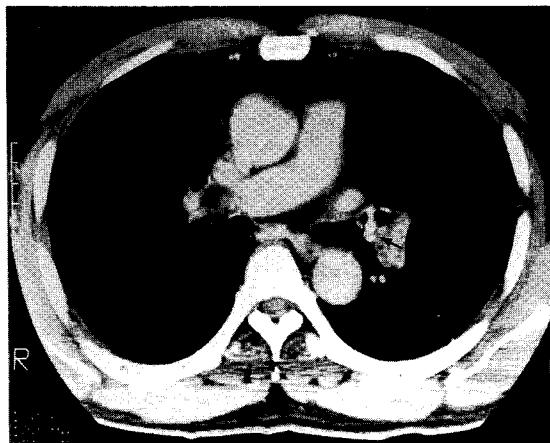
Computed tomogram of the chest reveals a calcific density(arrow) protruding into the lumen in left upper lobe. Another section not shown here shows partial collapse and bronchiectatic change in lingular division.
